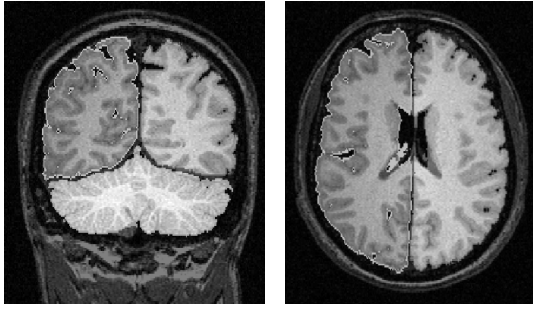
Segmentation sélective des hémisphères droit, gauche, et du cervelet. Données IRM M. Dojat
